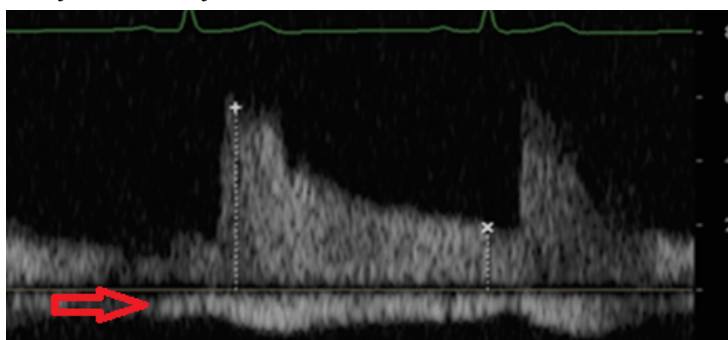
Doppler de las venas intrarrenales normal: flujo continuo. Por debajo de la línea de base (marcado con una flecha roja).
